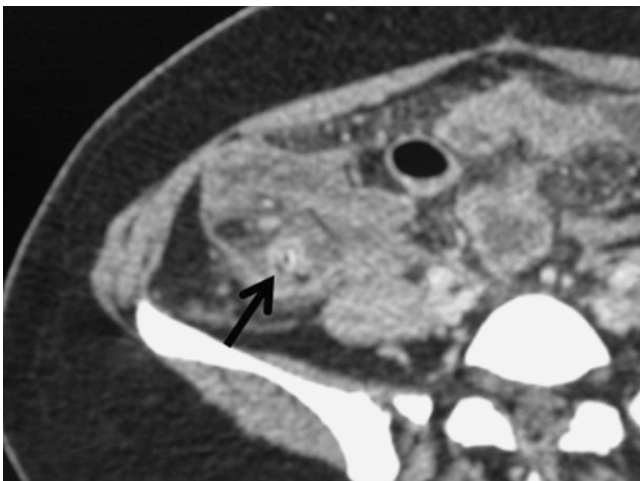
Tomografía computada abdominopélvica donde se muestran cambios inflamatorios pericecales sin líquido libre ni colecciones asociadas. La flecha señala una imagen sugestiva de un fecalito, hallazgo que fue confirmado transoperatoriamente.
